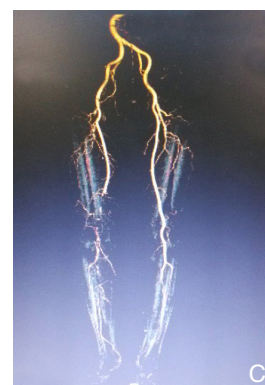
动脉 CTA 示股动脉中段以远栓塞 A: 右股浅、腘动脉栓塞; B: 双腘动脉栓塞; C: 右股动脉远段及腘动脉栓子形成
